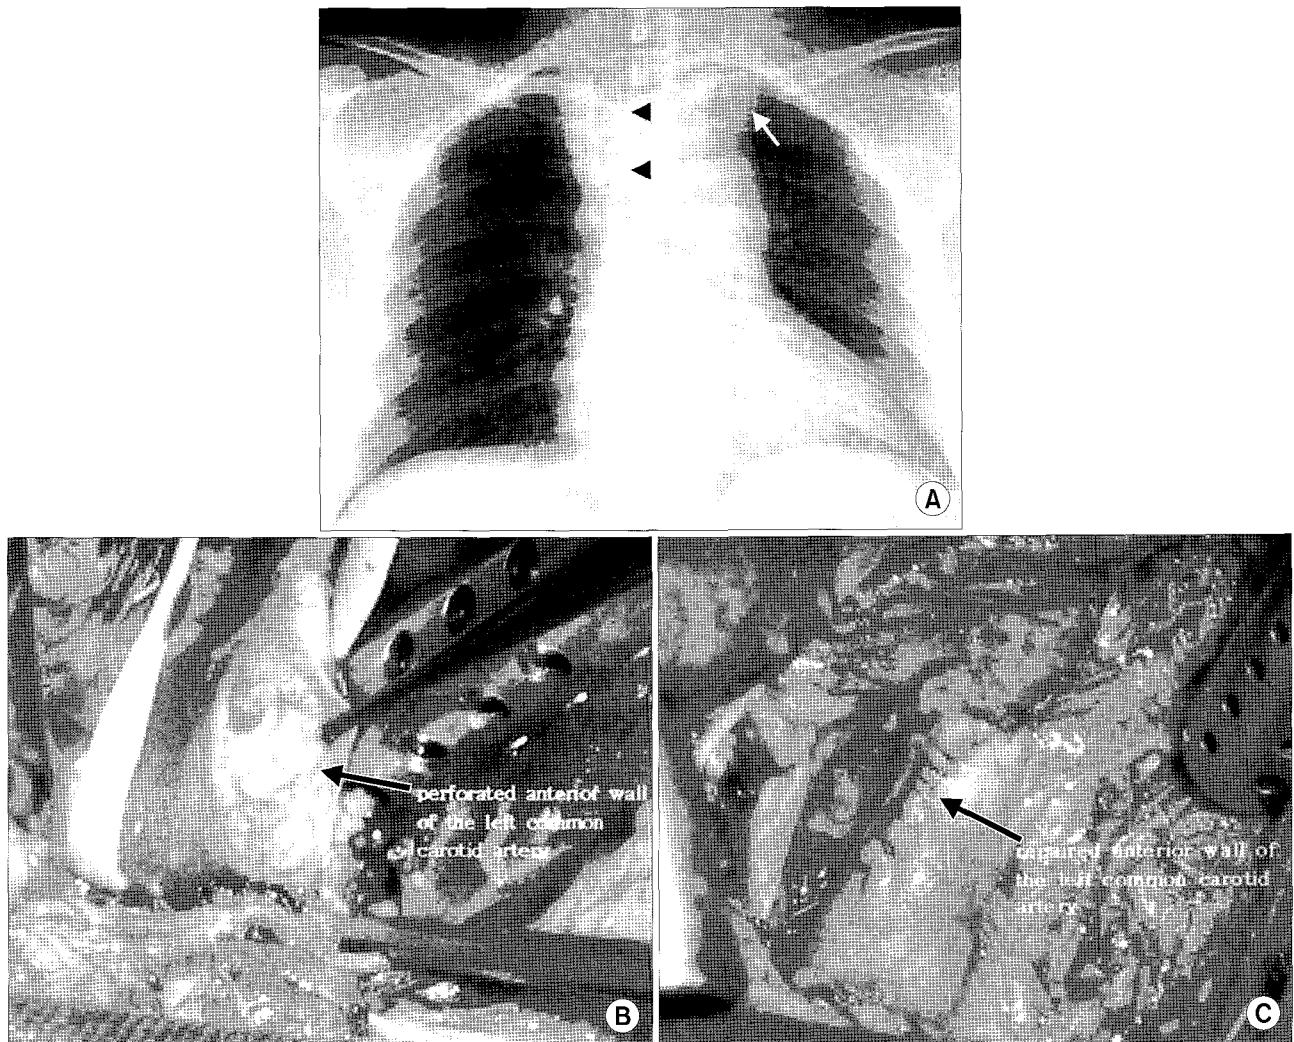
Initial chest X-ray (A) showed widening of superior mediastinum (arrow), subcutaneous emphysema, and tracheal deviation to the right side (arrow head). Intraoperative picture (B, C) showed penetrated left common carotid artery (B) and repaired artery (C).
